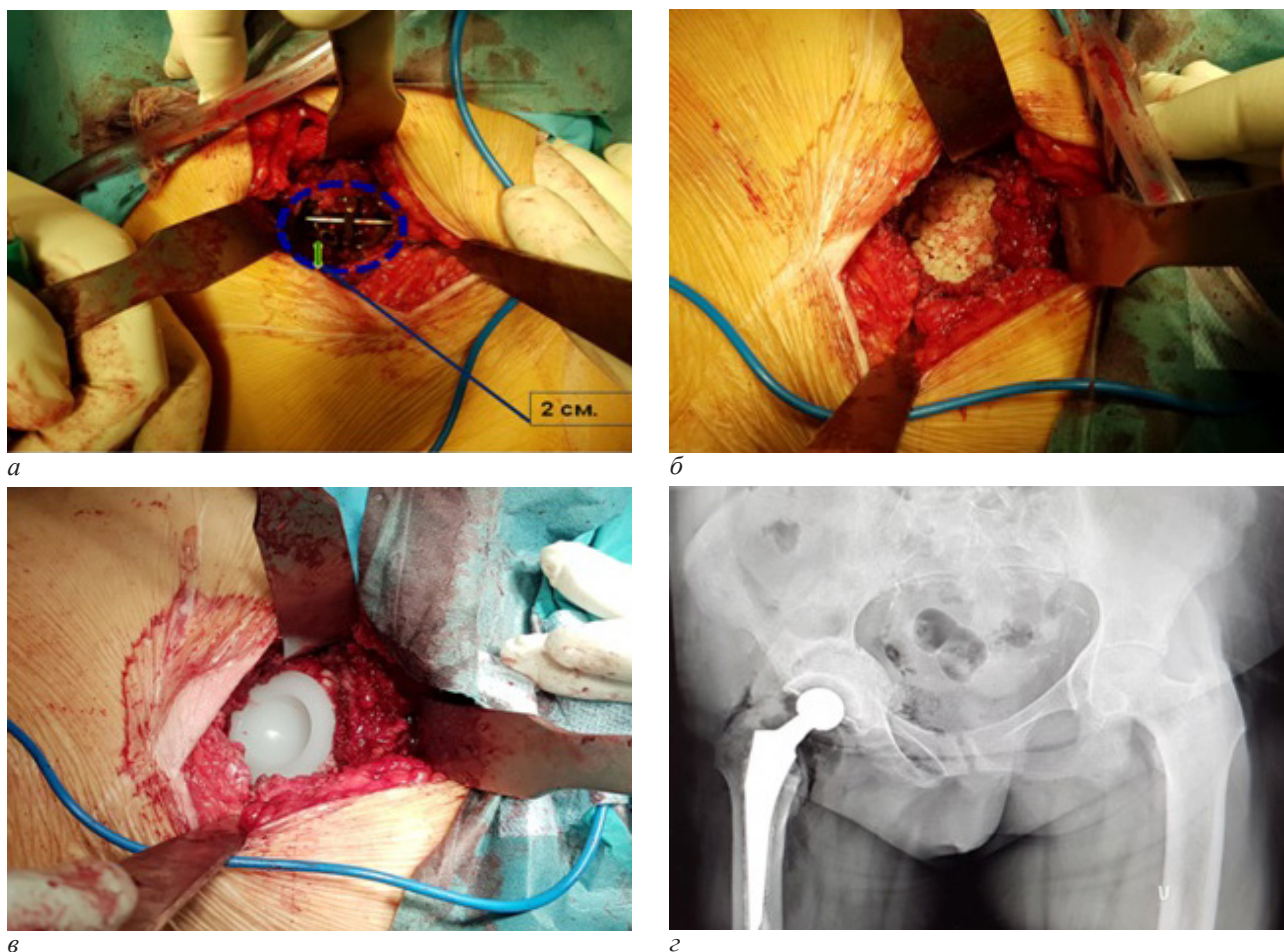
Интраоперационное изображение этапов эндопротезирования протрузионного коксартроза у той же больной:
